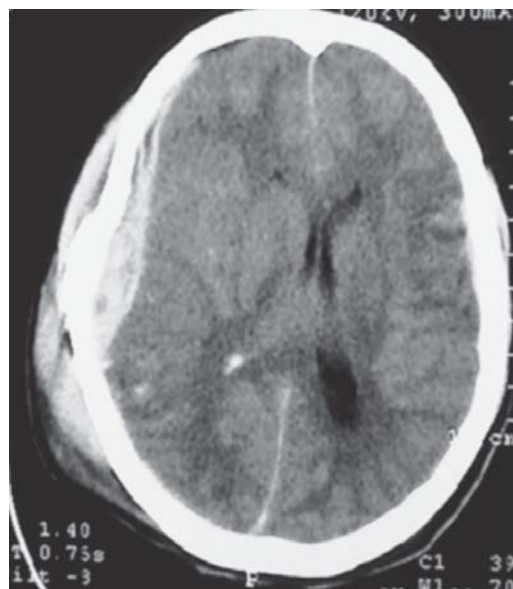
Tomografía de cráneo simple, con hematoma epidural y subdural derecho, que desplaza la línea media, edema cerebral moderado y hemorragia intraventricular derecha.
